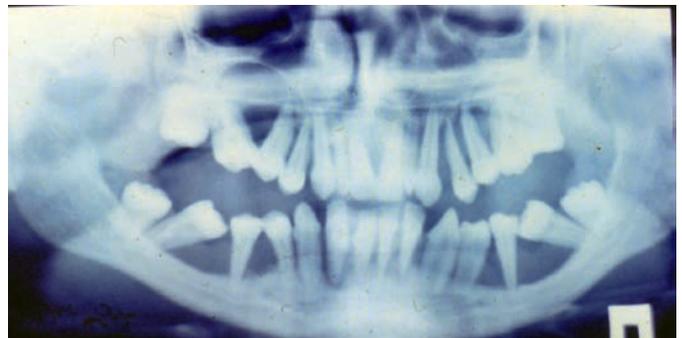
Ортопантомограммы челюстей при циклической нейтропении
